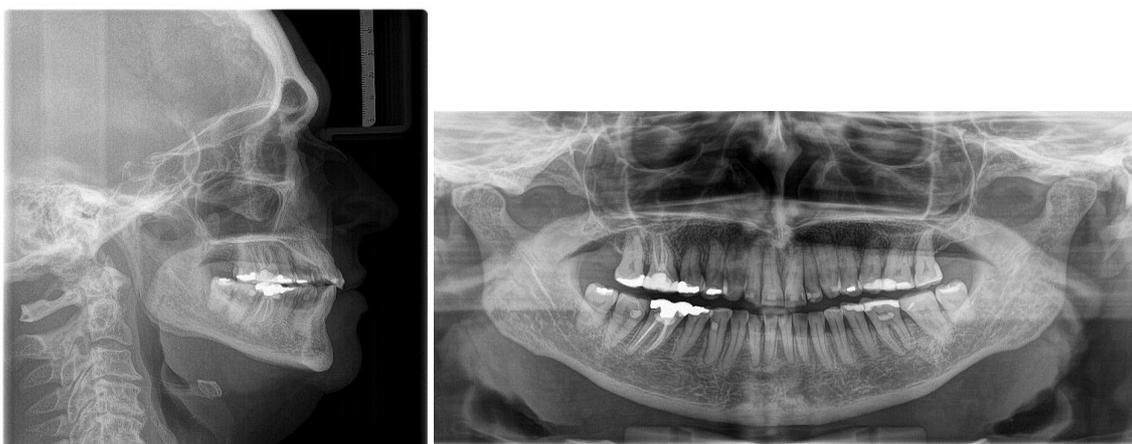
Radiografias finais. A. Telerradiografia de perfil. B. Radiografia panorâmica.
